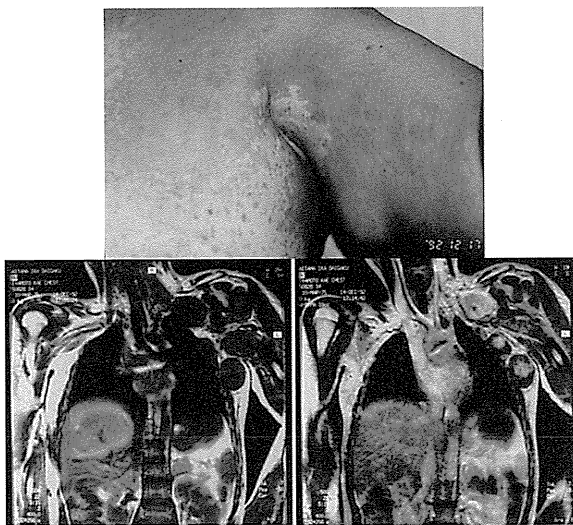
17 歳女児 NF1 に生じた early nodular plexiform MPNST。MRI 上、nodular PNF と区別できなかった。
